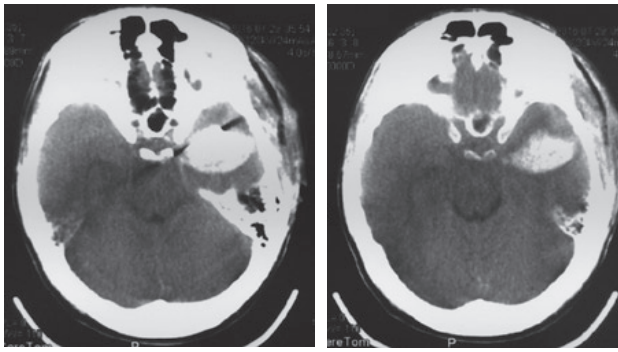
Компьютерная томография (КТ) головного мозга, аксиальная проекция, мягкотканый режим. КТ головного мозга при поступлении: внутримозговая гематома в левой височной доле объемом 19 см<sup>3</sup>, инородное тело (лезвие ножа) в полюсе левой височной доли, латеральной и аксиальной дислокации нет
